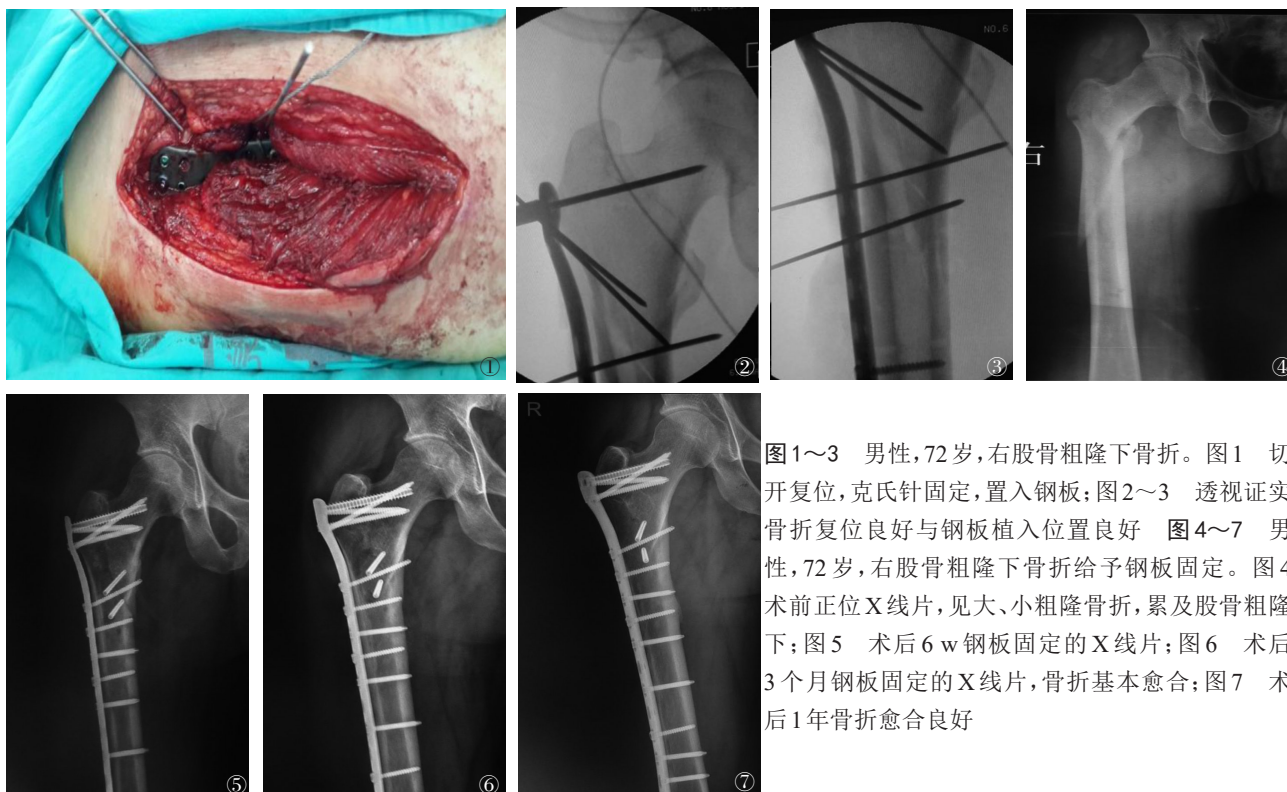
~3 男性,72岁,右股骨粗隆下骨折。图1 切开复位,克氏针固定,置入钢板;图2~3 透视证实骨折复位良好与钢板植入位置良好 图4~7 男性,72岁,右股骨粗隆下骨折给予钢板固定。图4 术前正位X线片,见大、小粗隆骨折,累及股骨粗隆下;图5 术后6 w钢板固定的X线片;图6 术后3个月钢板固定的X线片,骨折基本愈合;图7 术后1年骨折愈合良好
